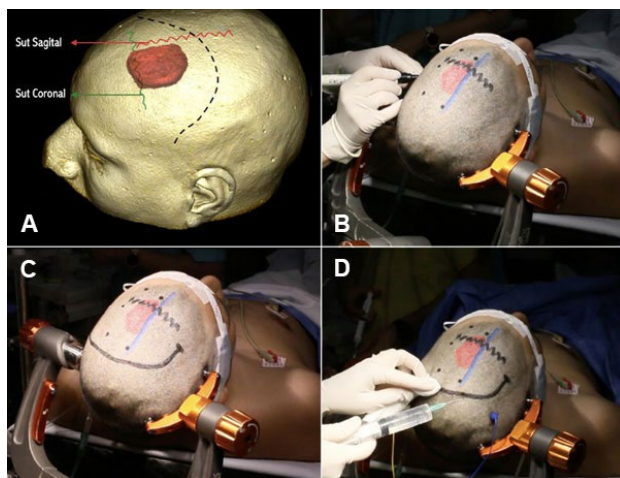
Posicionamiento y marcación de la incisión. A) Reconstrucción 3D de TC de encéfalo con proyección de la localización de la lesión en relación con la sutura coronal, sutura sagital y seno sagital superior. B) Paciente en decúbito dorsal con ligera lateralización hacia la derecha. Marcación de la topografía del tumor y reparos anatómicos: seno sagital superior representado con línea azul y sutura coronal con línea en zigzag color negra. C) Marcación de la incisión. D) Infiltración locorregional con lidocaina con epinefrina y bupivacaína del scalp e incisión con paciente sedado.
